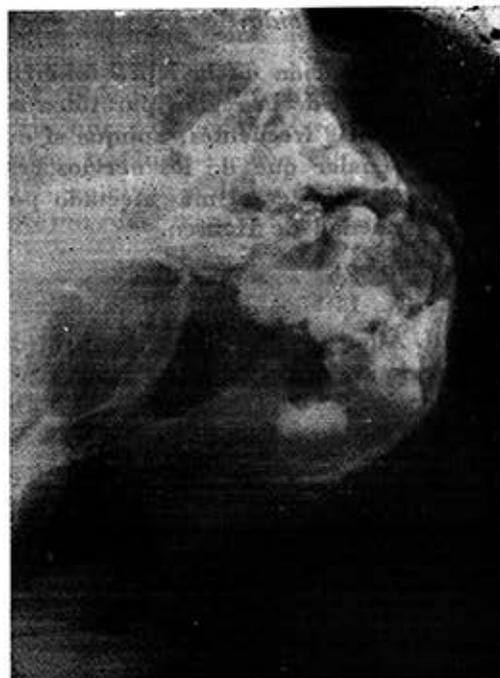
Radiografía lateral oblicua de hemimandíbula izquierda donde se observa gran área de osteólisis de la rama ascendente que destruye borde inferior, ángulo y borde posterior de dicha rama, estando próxima a la fractura patológica.
